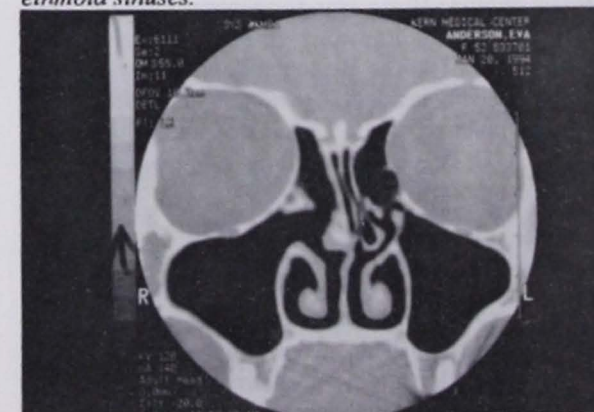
A 2 year postoperative CT of Patient #3 showing clearing of the right ethmoid sinuses
